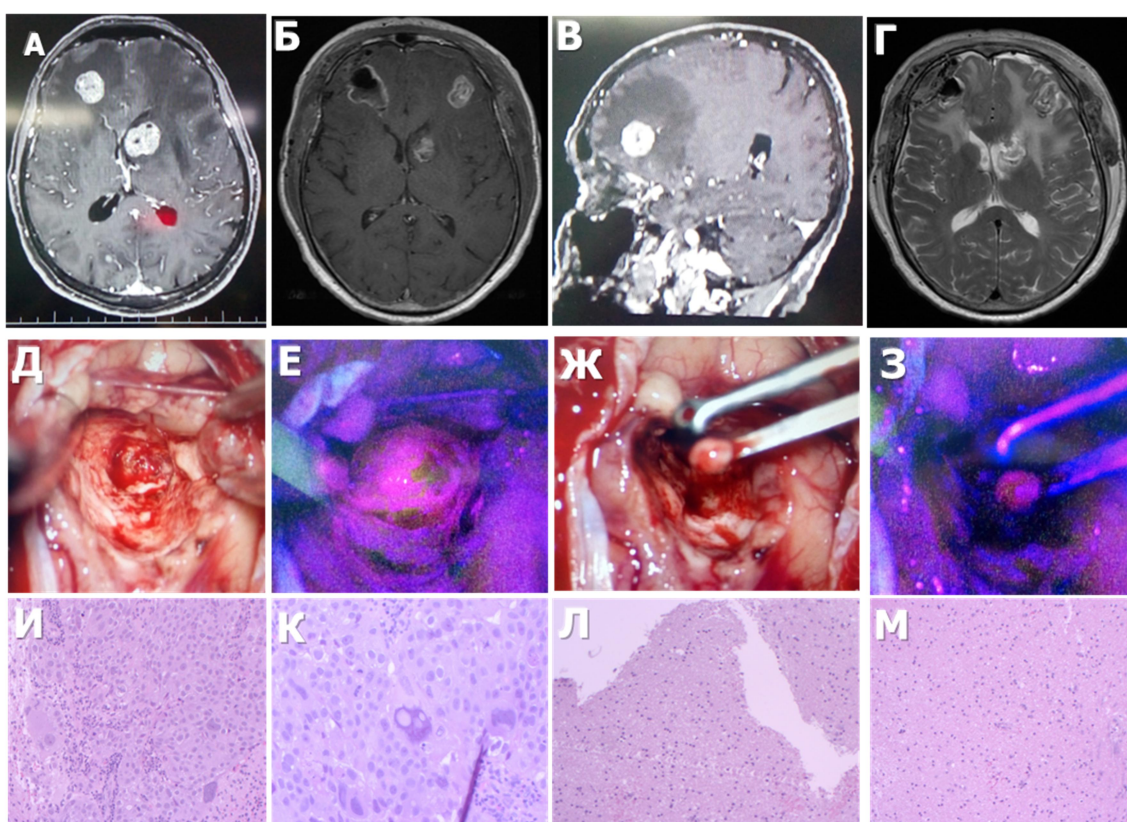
Клиническое наблюдение 6. А, Б: дооперационные МРТ с контрастированием (аксиальные срезы); В - сагиттальный срез в режиме Т1 с контрастированием; Г - послеоперационная МРТ в режиме Т2; Д и Е - интраоперационные фотографии в белом и флуоресцентном режимах микроскопа в конце основного этапа удаления узла; Ж и З - фотографии при взятии дополнительной биопсии из ложа; И, К, Л, М - патоморфологическое исследование. И, К - материал основного опухолевого узла (И - увеличение X100, К – X 200); Л и М - содержимое флуоресцирующих зон в ложе удаленных узлов – мозговая ткань, опухолевых клеток во флуоресцирующем ложе удаленного метастаза не выявлено.
